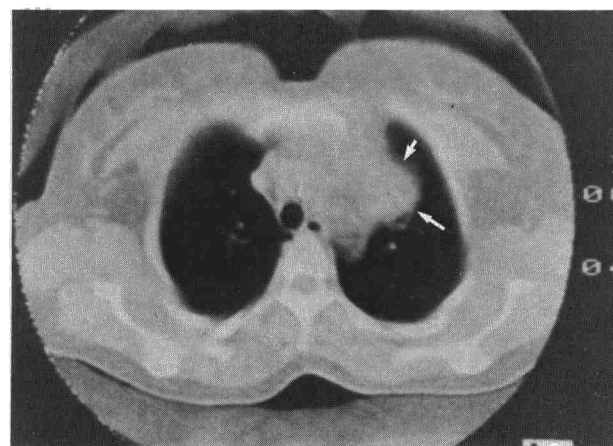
TAC torácica. Masa mediastínica anterior, lateral al cayado aórtico (flechas), de contornos bien definidos y densidad elevada. No se evidencia patología pleural.
